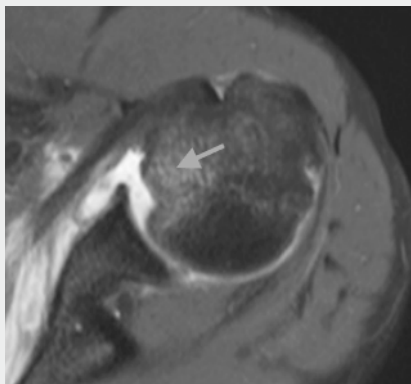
▲ MRT, PDw FS axial, reverse Bankart-Läsion mit reverser Hill-Sachs-Läsion ventromedial nach posteriorer Schulterluxation mit posteriorer Labrumavulsion und Einblutung in den M. subscapularis
